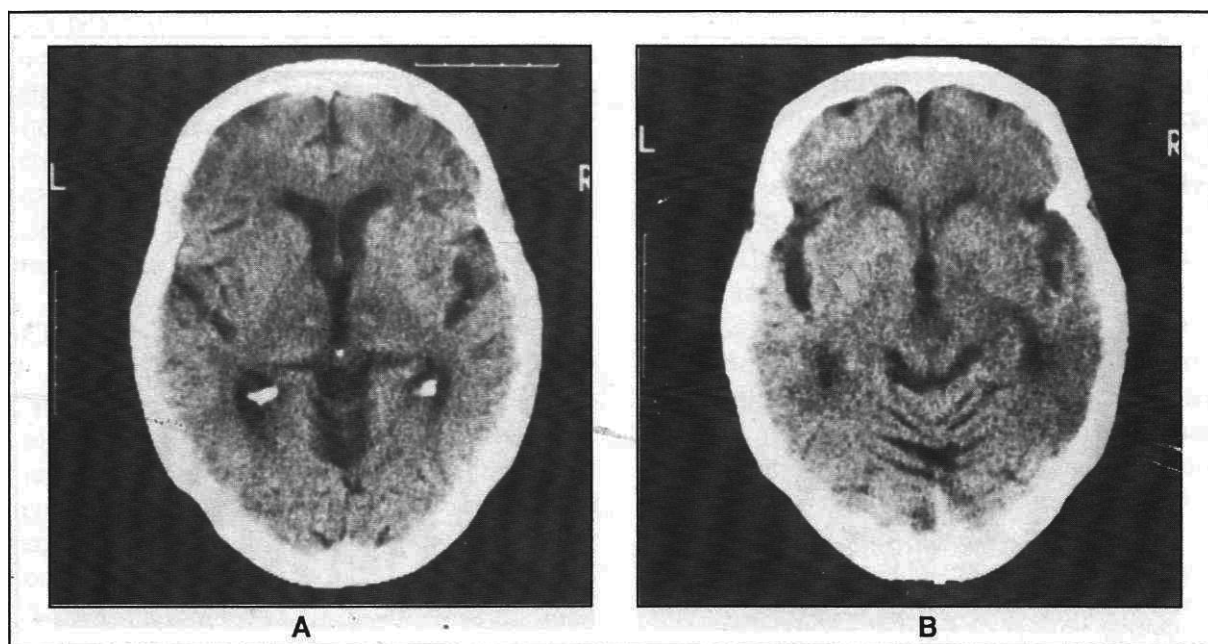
TC cerebral simple muestra un infarto hemorrágico del territorio de suplencia del pedículo retromamilar en una paciente anciana que presentó un síndrome del "tope de la basilar" por aterosclerosis.
